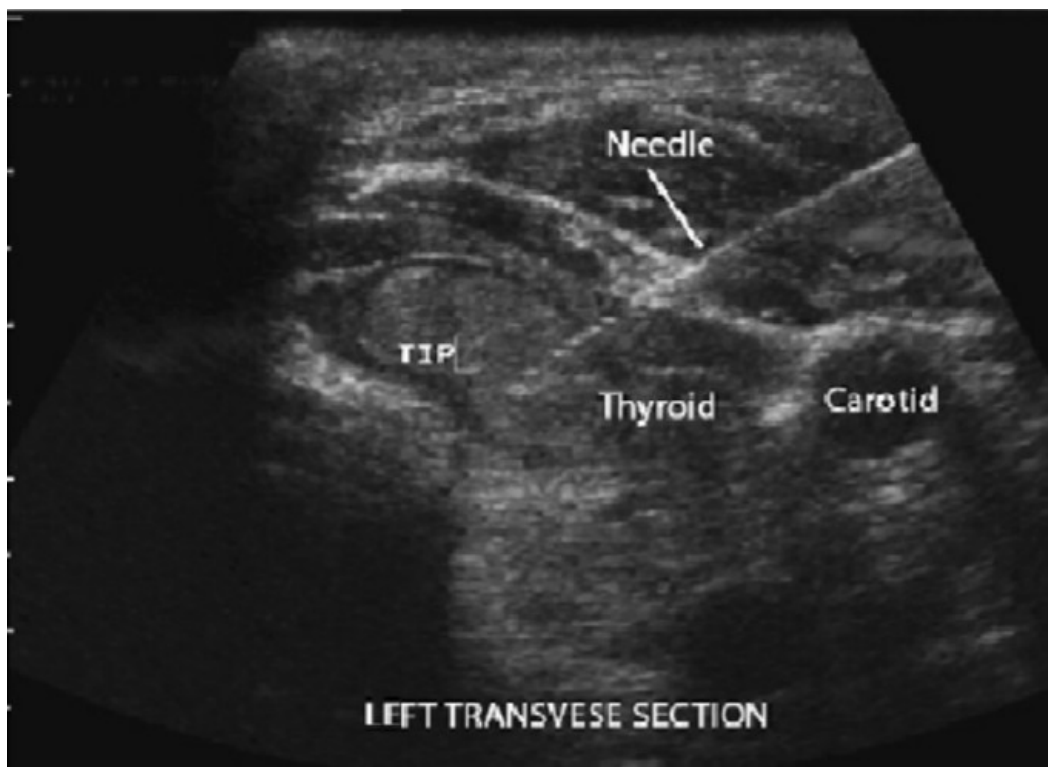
cytoponction échographique [74]
